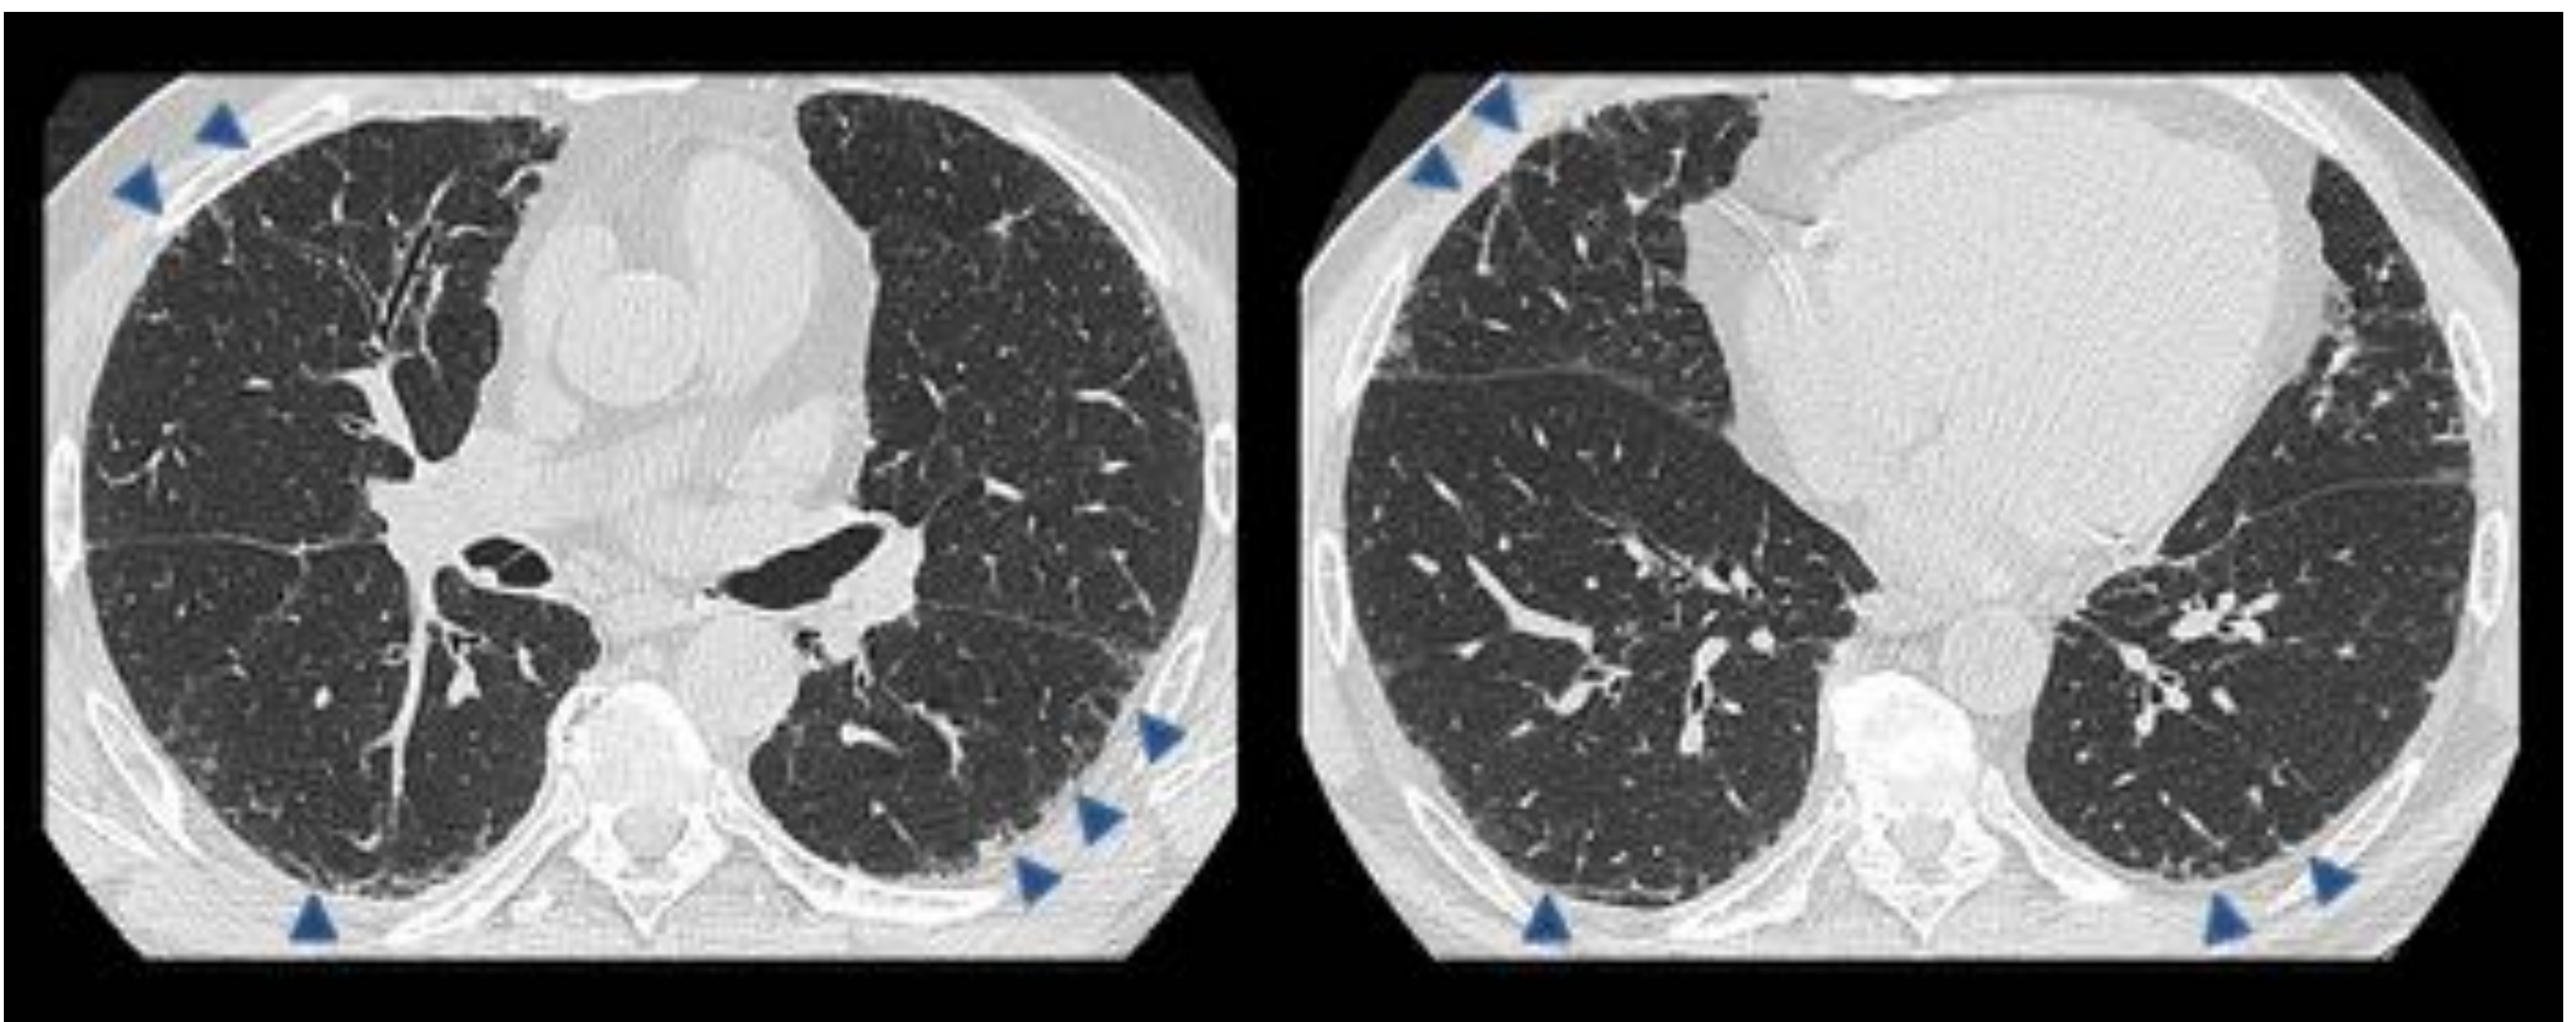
Patrón indeterminado para NIU. Cortes axial y sagital de TC de tórax, ventana de pulmón. Se identifica reticulación subpleural (por engrosamiento del intersticio interlobulillar) , sin visualizar patrón en panal ni bronquiectasias por tracción.
